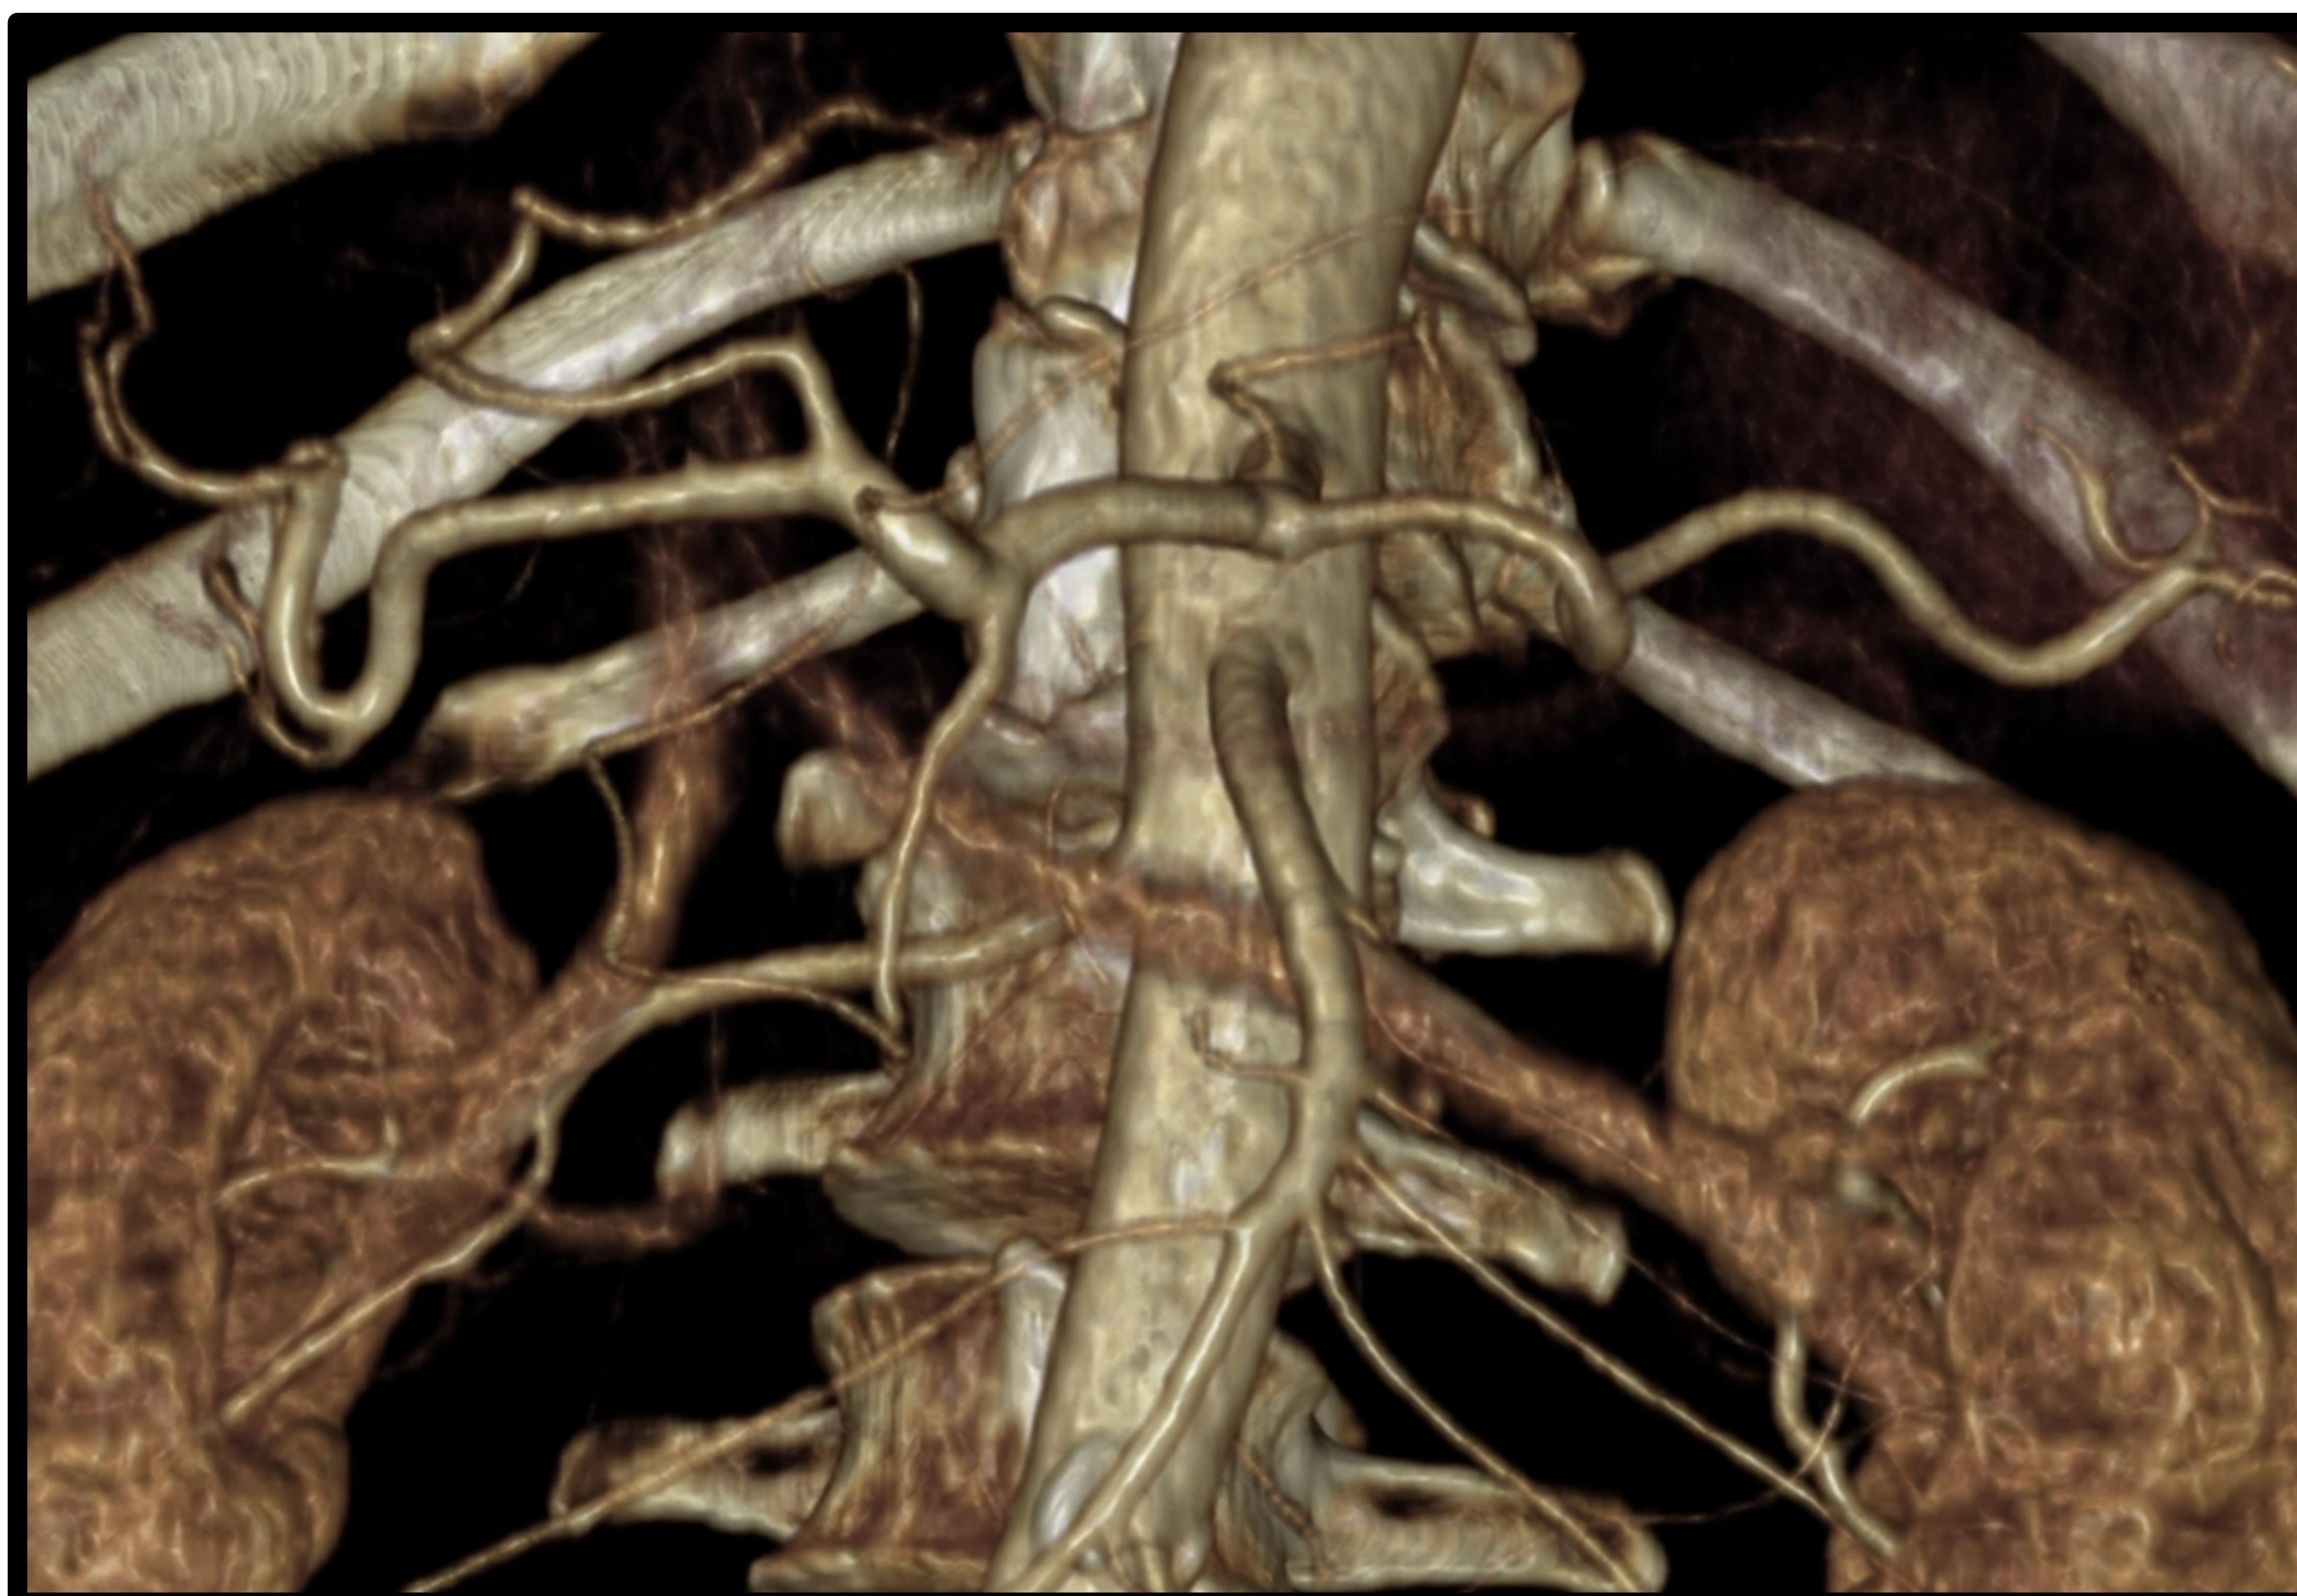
Patrón clásico del tronco celiaco (TC) que se bifurca en el tronco hepatoesplénico y arteria gástrica izquierda (AGI). Tipo I en clasificación de Michels.
